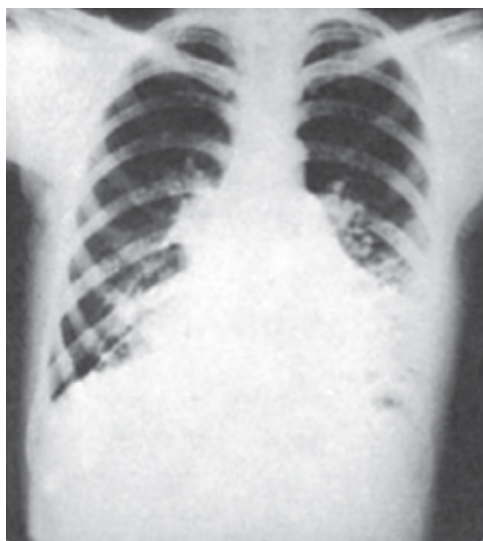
Radiografia simples de tórax mostrando áreas no lobo inferior esquerdo com transparência diminuída, sugestivas de atelectasia. Na parte inferior do pulmão direito, observam-se imagens sugestivas de bronquiectasias cilíndricas (a visualização dos brônquios torna-se possível graças ao contraste dado pelo aumento de ar em sua luz, espessamento das paredes e aumento de ar nos espaços peribronquiais).
